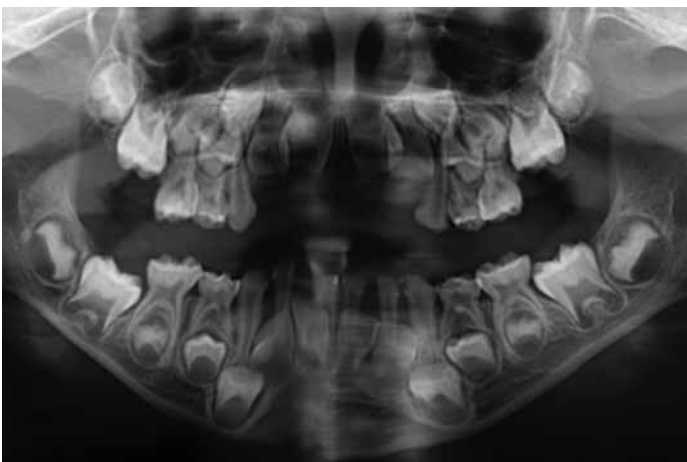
Orthopantomogramm zum in der Abbildung 2 dargestellten klinischen Bild. In der Röntgenübersichtsaufnahme sind die makromorphologischen Besonderheiten im Milchgebiss zu erkennen. Am Zahn 64 sind mesial die ausgedehnte Dentinkaries und das ausladende Pulpahorn sichtbar.
